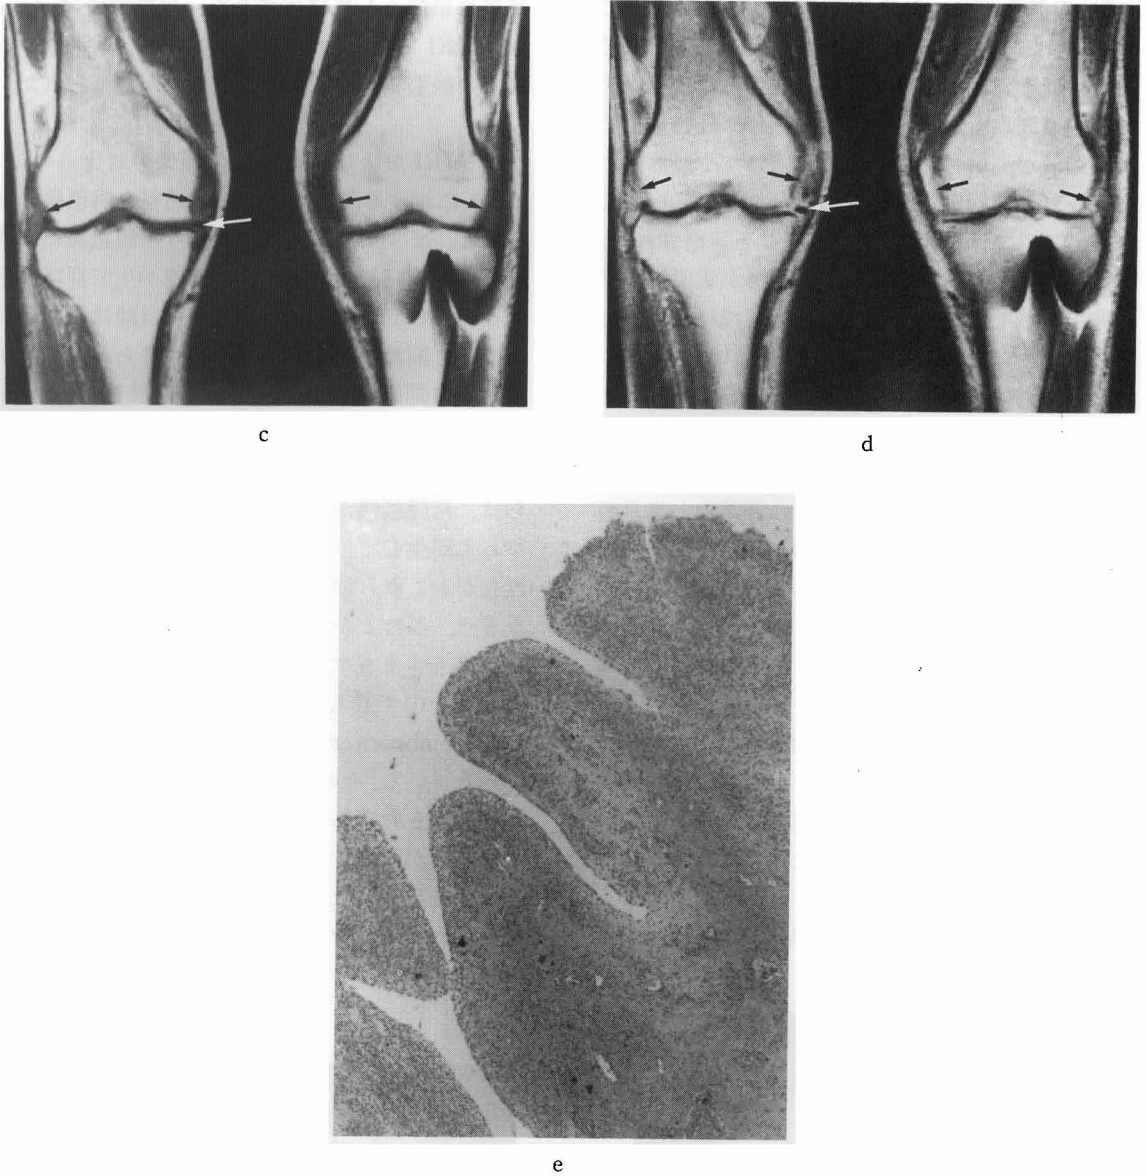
Images of a 40-year-old woman with rheumatoid arthritis. (stage 3 by MRI)
